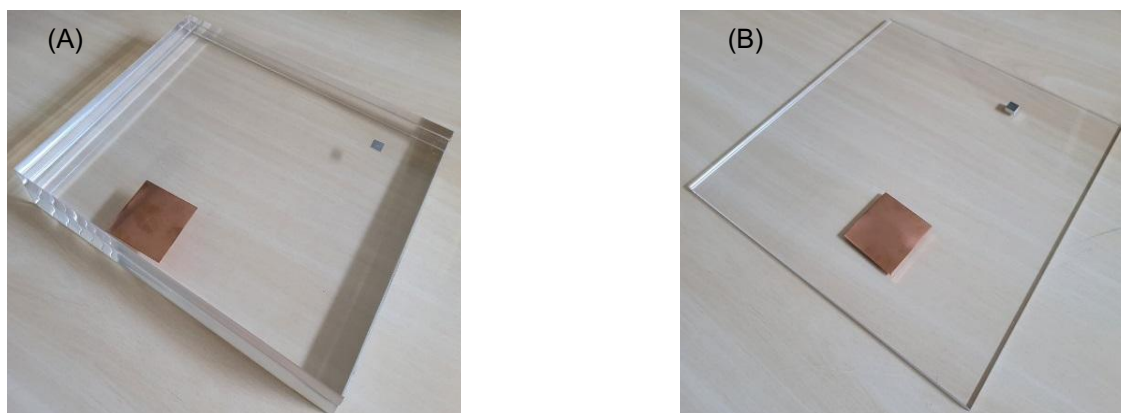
Simuladores para avaliação da qualidade de imagem em (A) mamografia e (B) radiografia convencional.
